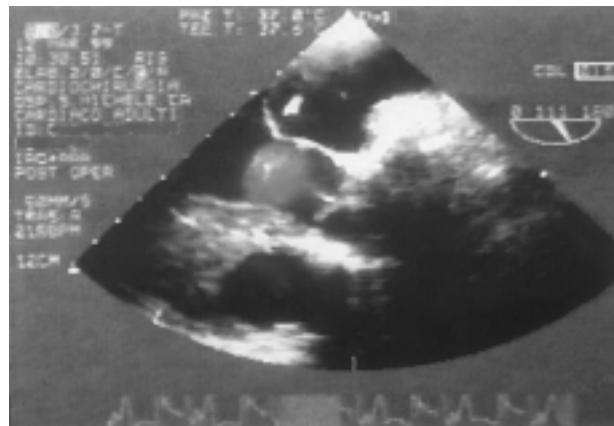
Ecocardiogramma transesofageo postoperatorio.
